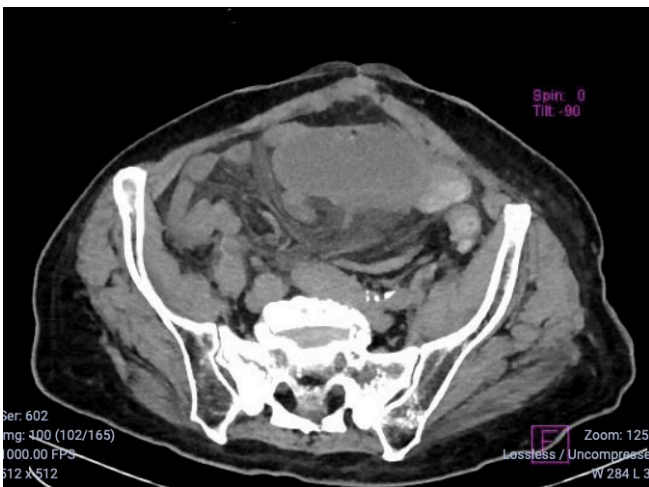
Tomografía abdominal con presencia del signo de Whirlpool en paciente con obstrucción intestinal
